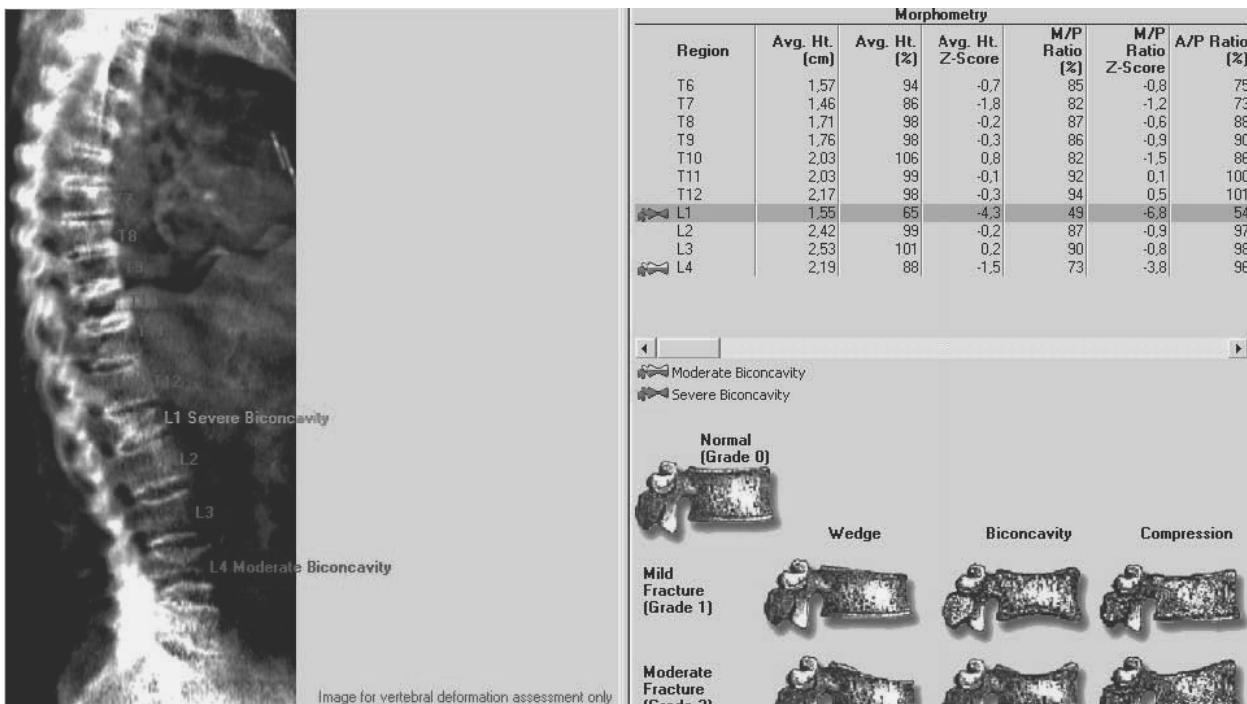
Результаты рентгеноморфометрического анализа с указанием деформаций тел позвонков L₁ и L₄.
